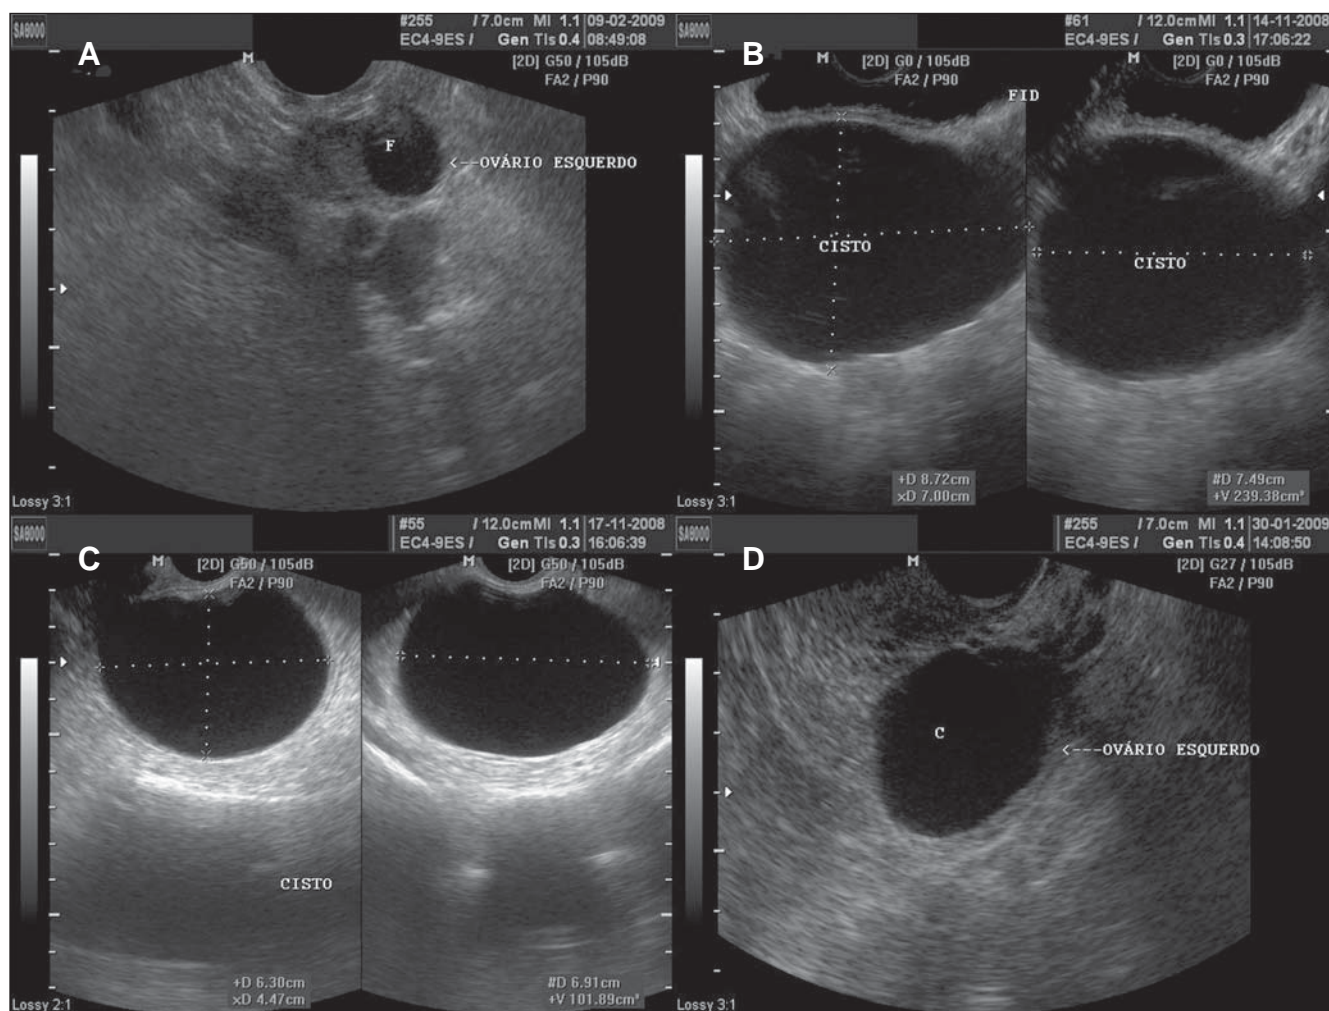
Cisto funcional. A: USTV evidenciando ovário esquerdo com folículo dominante (F). B: Ultrassonografia abdominal evidenciando cisto simples, com conteúdo líquido anecoico, de contornos definidos, paredes delgadas. C,D: Imagens ilustrando as mesmas características, por meio da USTV, em pacientes distintas.
